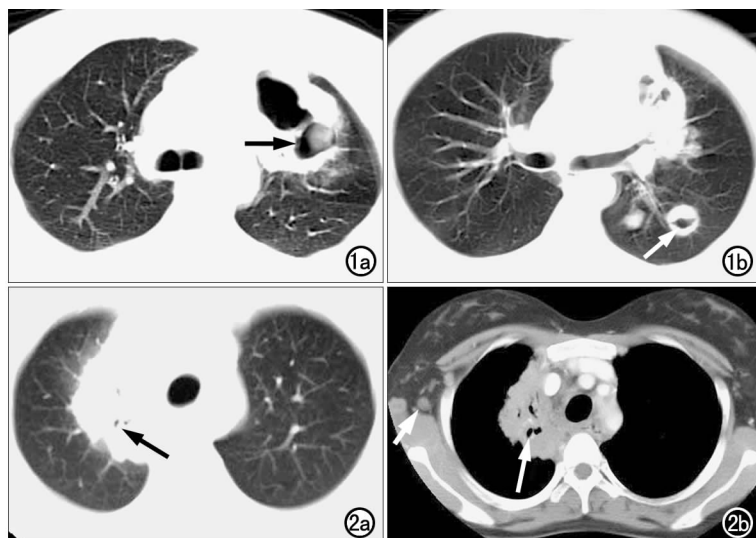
病例 1。a) CT 平扫示左上肺不规则肿块伴厚壁空洞, 内见壁结节(箭); b) 左下叶背段两结节, 其一有空洞形成(箭)。图 2 病例 2。a) CT 增强示右上肺分叶状肿块, 内可见支气管气像(箭); b) 肿块与纵隔内结构分界不清, 支气管气像更清晰(长箭), 右腋下可见肿大淋巴结(短箭)。
